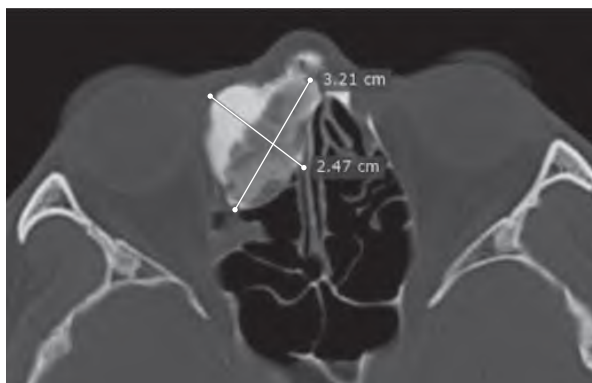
Компьютерная томография решетчатой пазухи, аксиальная проекция
